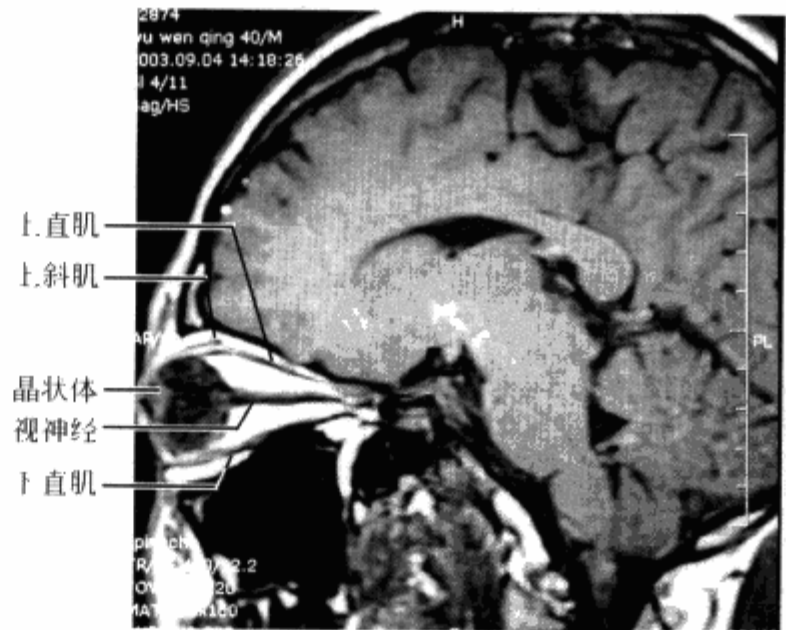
正常眼眶斜矢状位 MRI T_1 WI 扫描斜矢状位定位像正中层面
